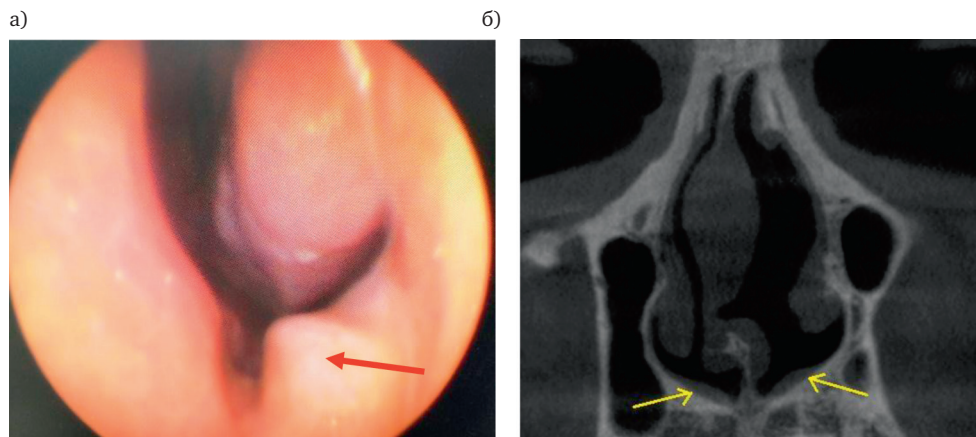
Вестибулярное тело носа: а – риноэндоскопическая картина (красная стрелка); б – коронарный срез компьютерной томографии (желтая стрелка)
